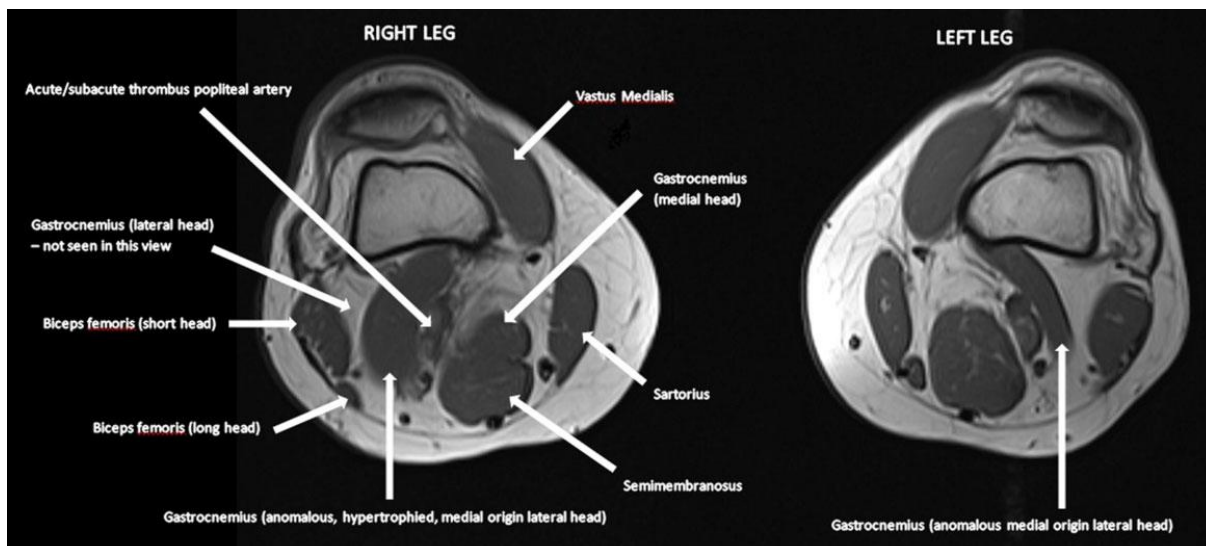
exemple d'image IRM avec piège bilatéral par hypertrophie d'un faisceau aberrant du chef latéral dont l'insertion est plus médiale que la normale au niveau de la tête médiale du condyle fémoral (20) chez un homme de 47 ans présentant une ischémie aigue du MID (anévrisme poplité thrombosé).
